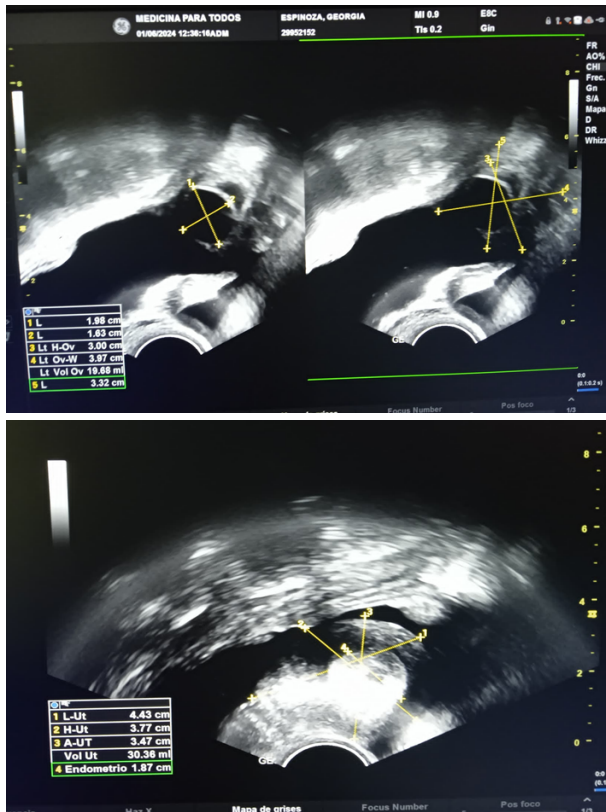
Ultrasonido transvaginal
